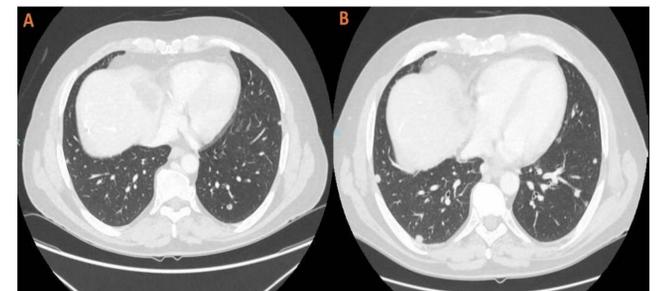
Imágenes de TC: A) Nódulos pulmonares bilaterales en junio 2021, B) Progresión pulmonar septiembre 2021
